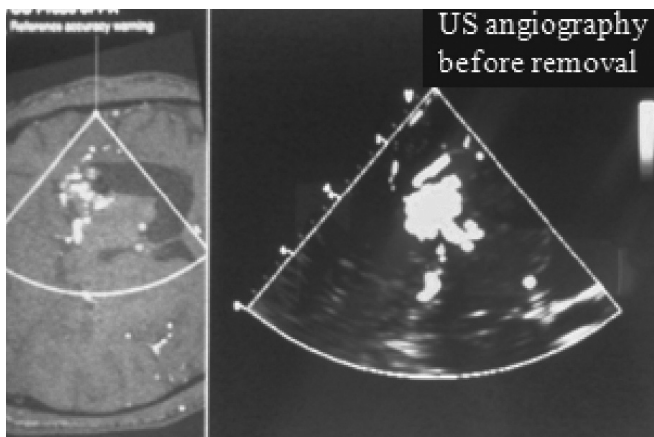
Patient M, 28YO with left temporal AVM, Spetzler-Martin's grade IV. We have used US angiography based on the recordings of Doppler's signals power from the blood stream.
